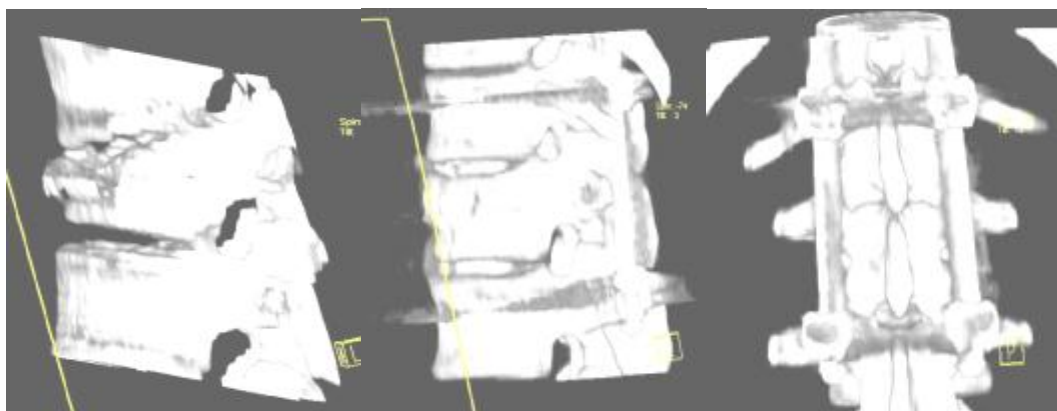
Компрессионно-оскольчатый перелом L₂ позвонка. Выполнен ventральный опорный расклинивающий спондилодез цилиндрическим титановым имплантатом НПО «Дальмит» с аутокостью и транспедикулярная фиксация конструкцией Xia® фирмы Stryker (СКТ 3D-реконструкция компрессионно-оскольчатого перелома до и после оперативного лечения).
